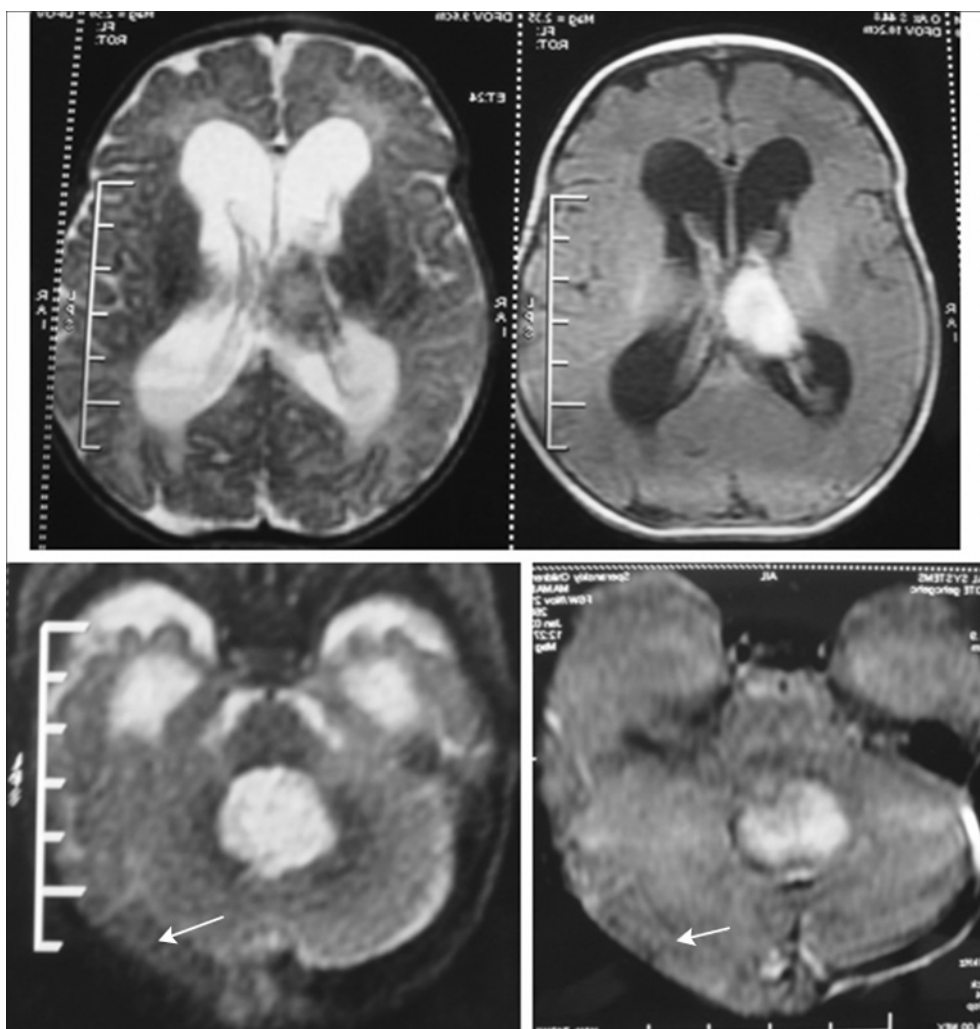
МРТ, T1, T2. Кровоизлияние в левый таламус, тромб в IV желудочке (впечатление о его тампонаде). Расширение желудочковой системы. Тромбоз правого латерального синуса.
